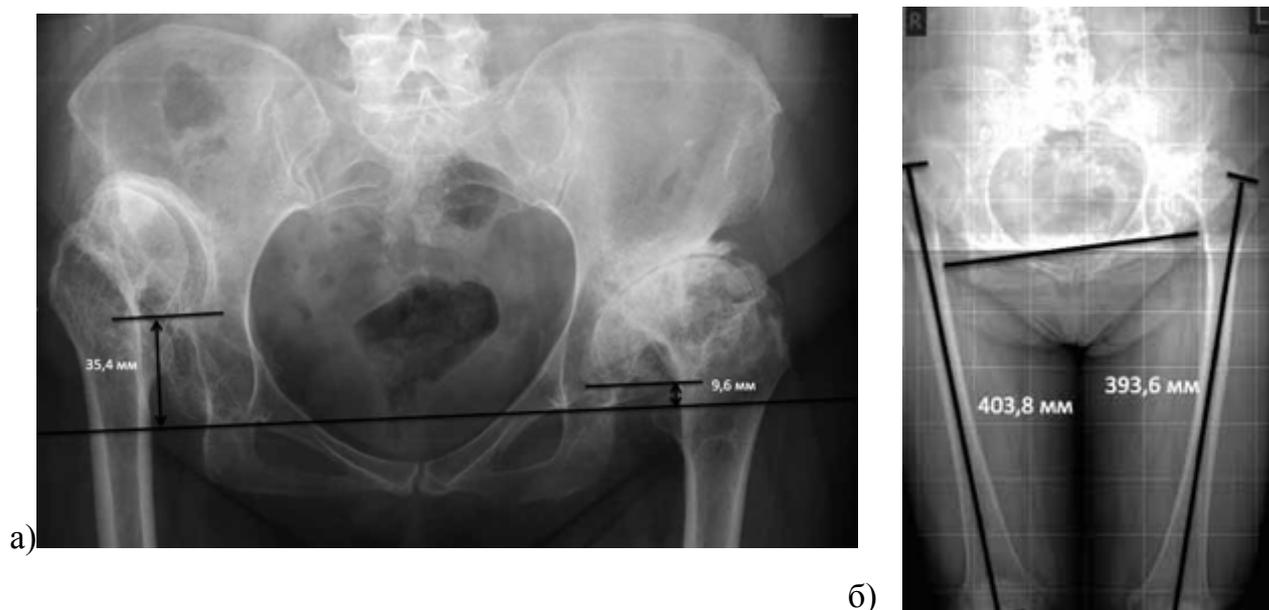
Рентгенограммы пациентки 53 лет с двухсторонним диспластическим коксартрозом (справа – степень IV по Crowe, C1 – по Hartofilakidis, слева – Crowe III, B2 по Hartofilakidis): а – при планировании операции по обзорной рентгенограмме таза величина укорочения правой конечности составляет 22,1 мм; б – при оценке телерентгенограммы нижних конечностей определяется удлинение правой голени на 7,2 мм, а правого бедра – на 9,3 мм в сравнении с контралатеральной конечностью. Ошибка измерения по рентгенограмме таза составляет 16,5 мм, а величина необходимой коррекции длины – 5,6 миллиметров
